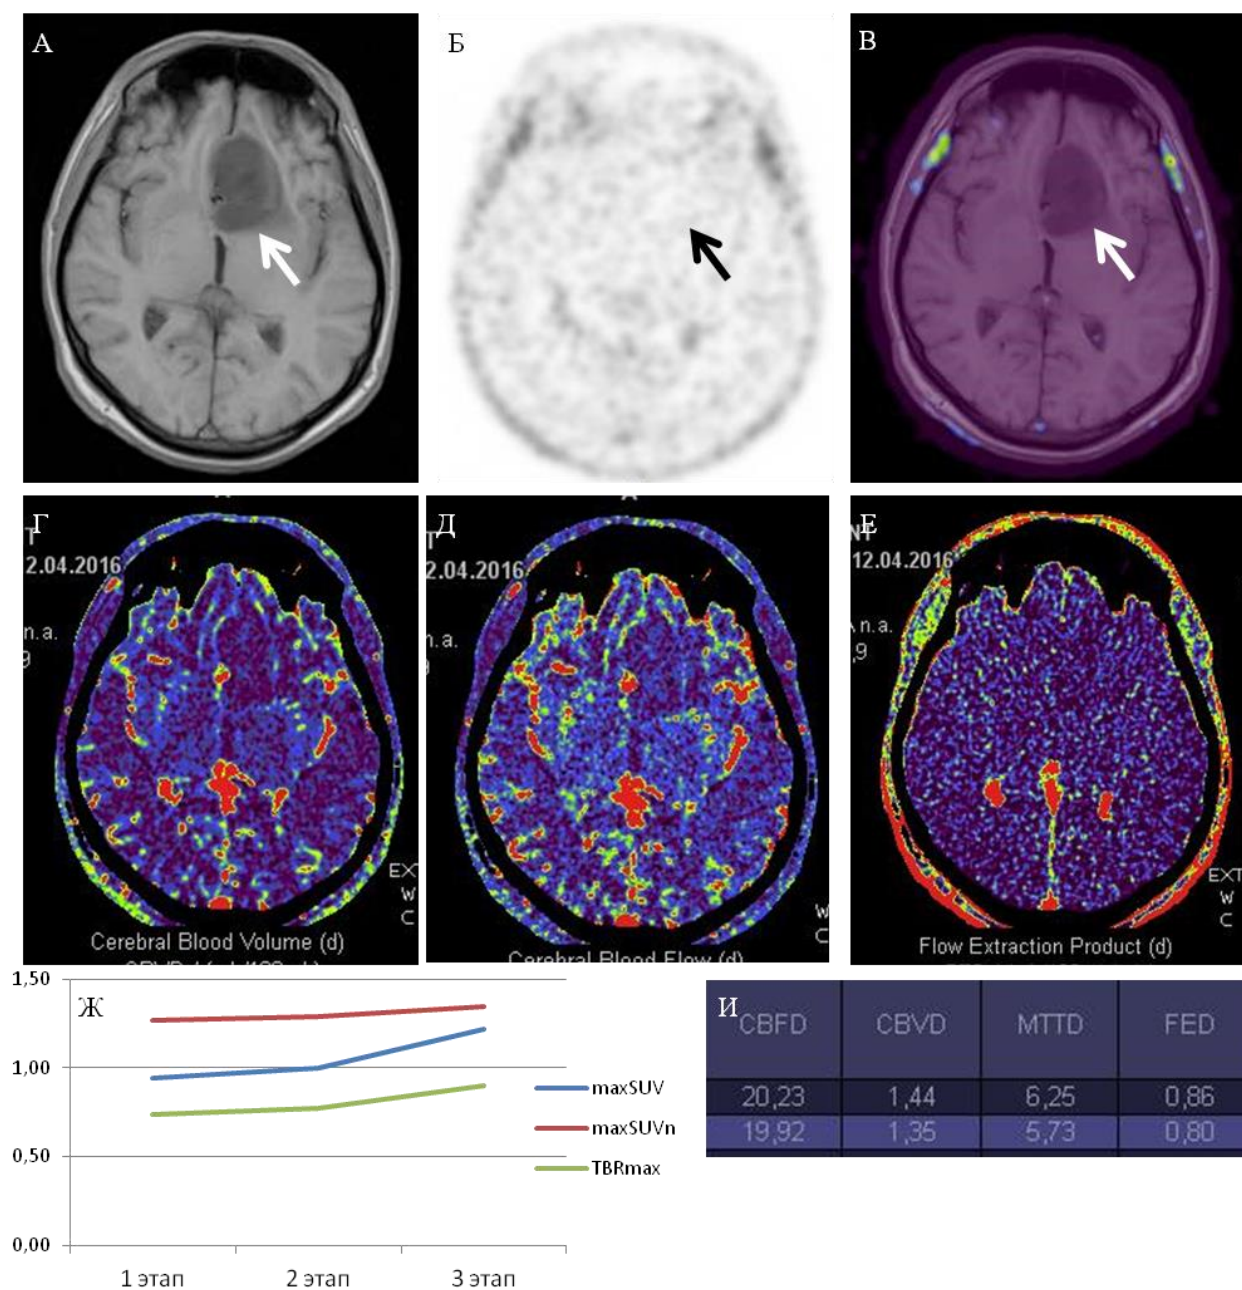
Пациент А., 39 лет. Диффузная глиома Gr II. Образование левой лобной доли без накопления МР-контрастного препарата в T1+C (А), без очаговой повышенной фиксации ^{18}F -ФЭТ при ПЭТ-исследовании (Б) и на совмещенных ПЭТ и МРТ изображениях (В). По данным КТ-перфузии не отмечается повышения значений CBV (Г), CBF (Д) и FED (Е). График изменения уровней maxSUV и TBR (Ж), значения показателей перфузии (И)
